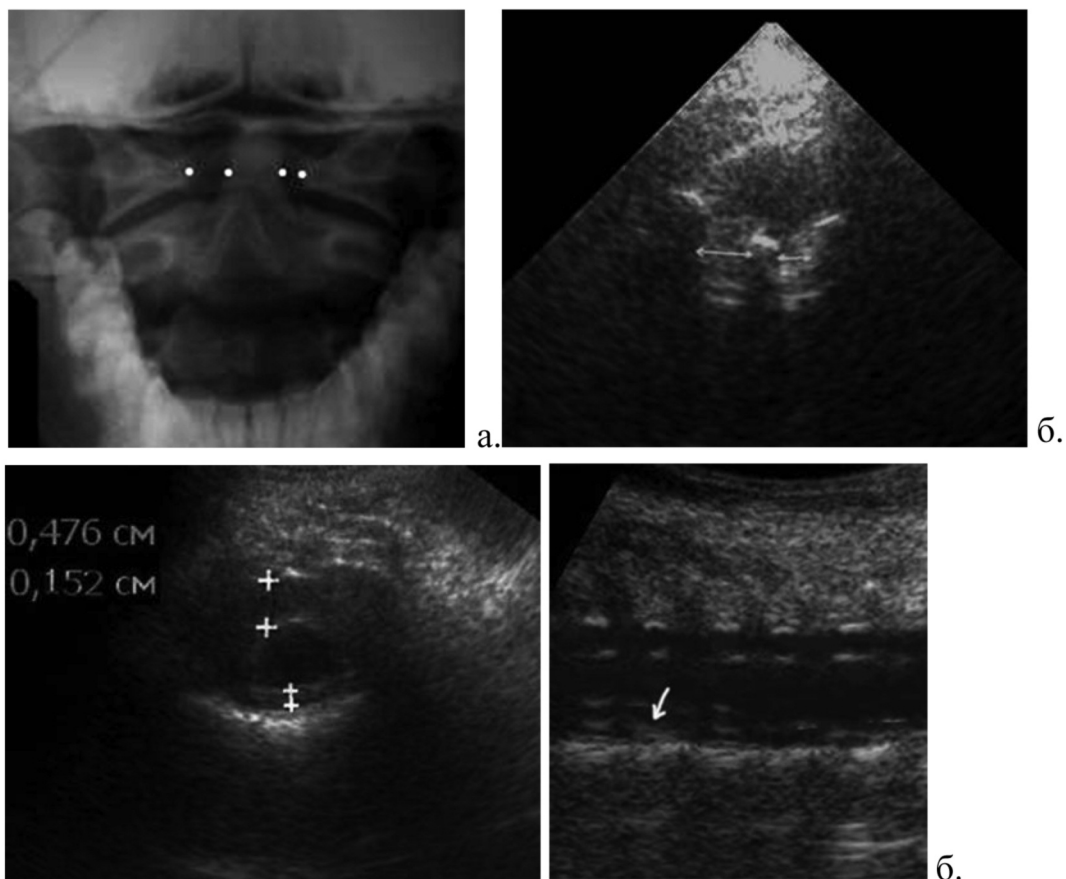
Ротационний подвывих у ребенка 6 лет на рентгенограмме (а) и на ультразвуковых томограммах (б)
